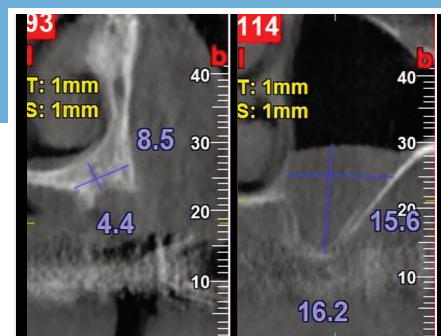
TC SCAN prequirúrgica: se evidencia la atrofia maxilar izquierda severa en la posición 2.4 y la presencia de un mucocele asintomático dentro del seno.
